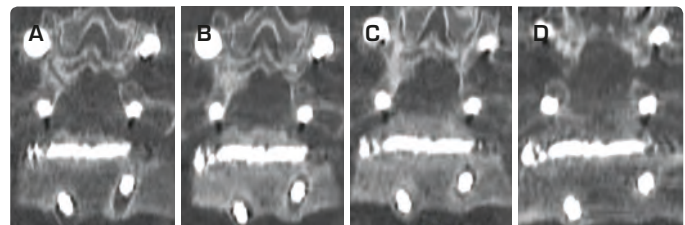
CORONAL CT IMAGES AFTER THE LV/SI DISC PERCUTANEOUSLY FILLED WITH CEMENT
